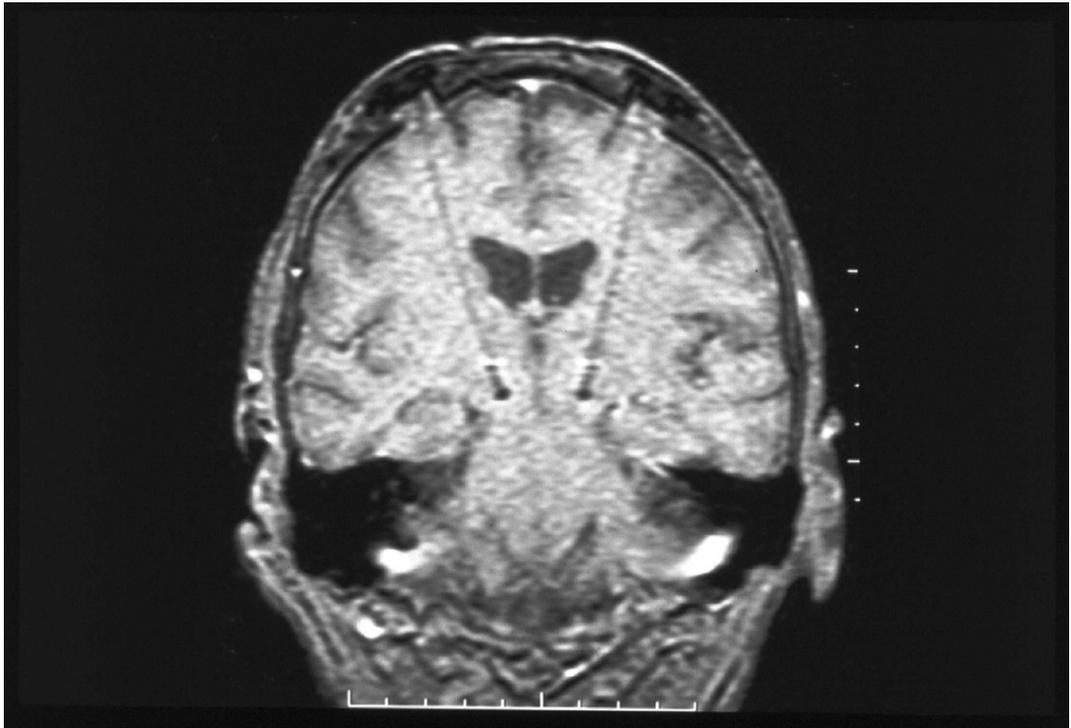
RM post-operatoria*
